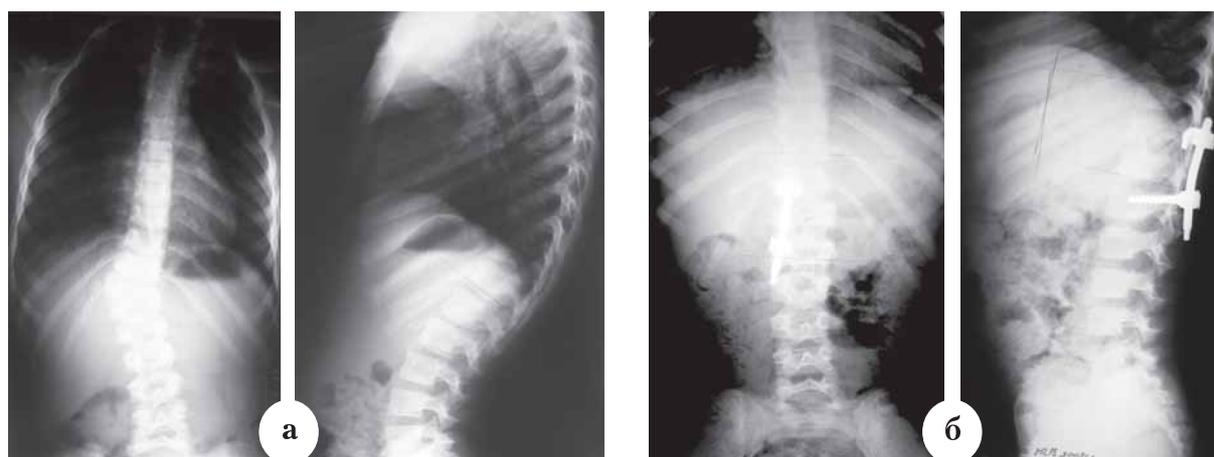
Рентгенограммы пациента Н., 2 лет. Врожденный кифосколиоз на фоне заднебокового полупозвонка Th12 (D): а – до операции; б – через 1,5 года после экстирпации полупозвонка, постановки контрактора, заднего локального спондилодеза и корпорореза на уровне Th11-L1 (D)
